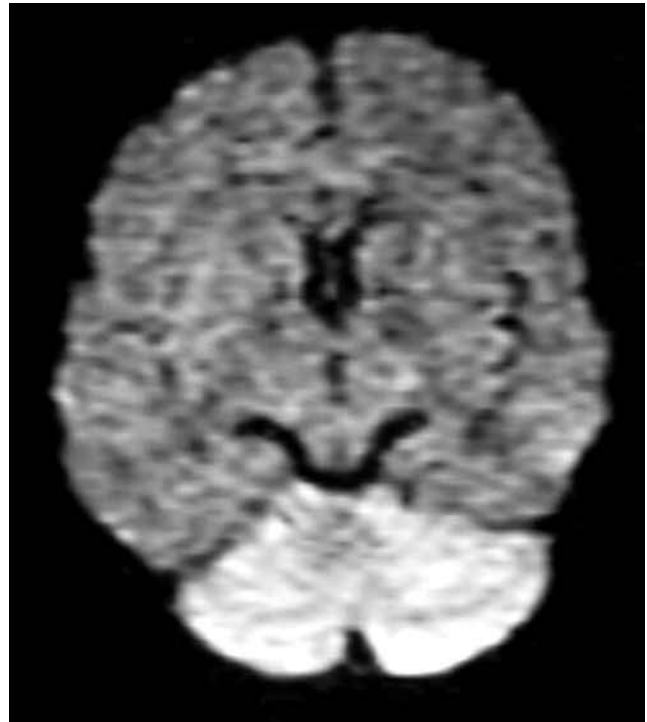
RM cerebral, en proyección axial, que muestra hiperintensidad difusa del cerebelo en imagen de difusión.
